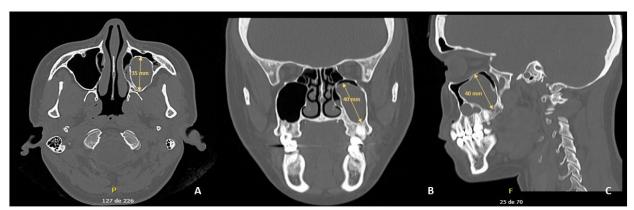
Tomografia Computadorizada de seios maxilares; A: Corte axial janela para tecido ósseo; B: Corte coronal; C: Corte Sagital.
